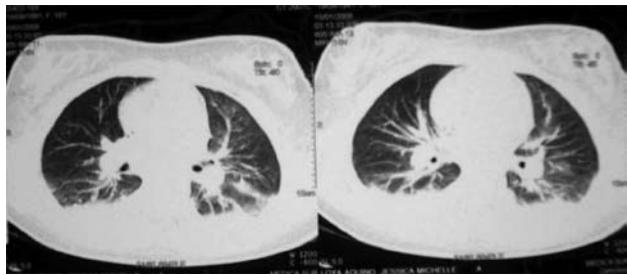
Tomografía axial computada de tórax donde se observa mejoría significativa del infiltrado pulmonar y derrame pleural.
